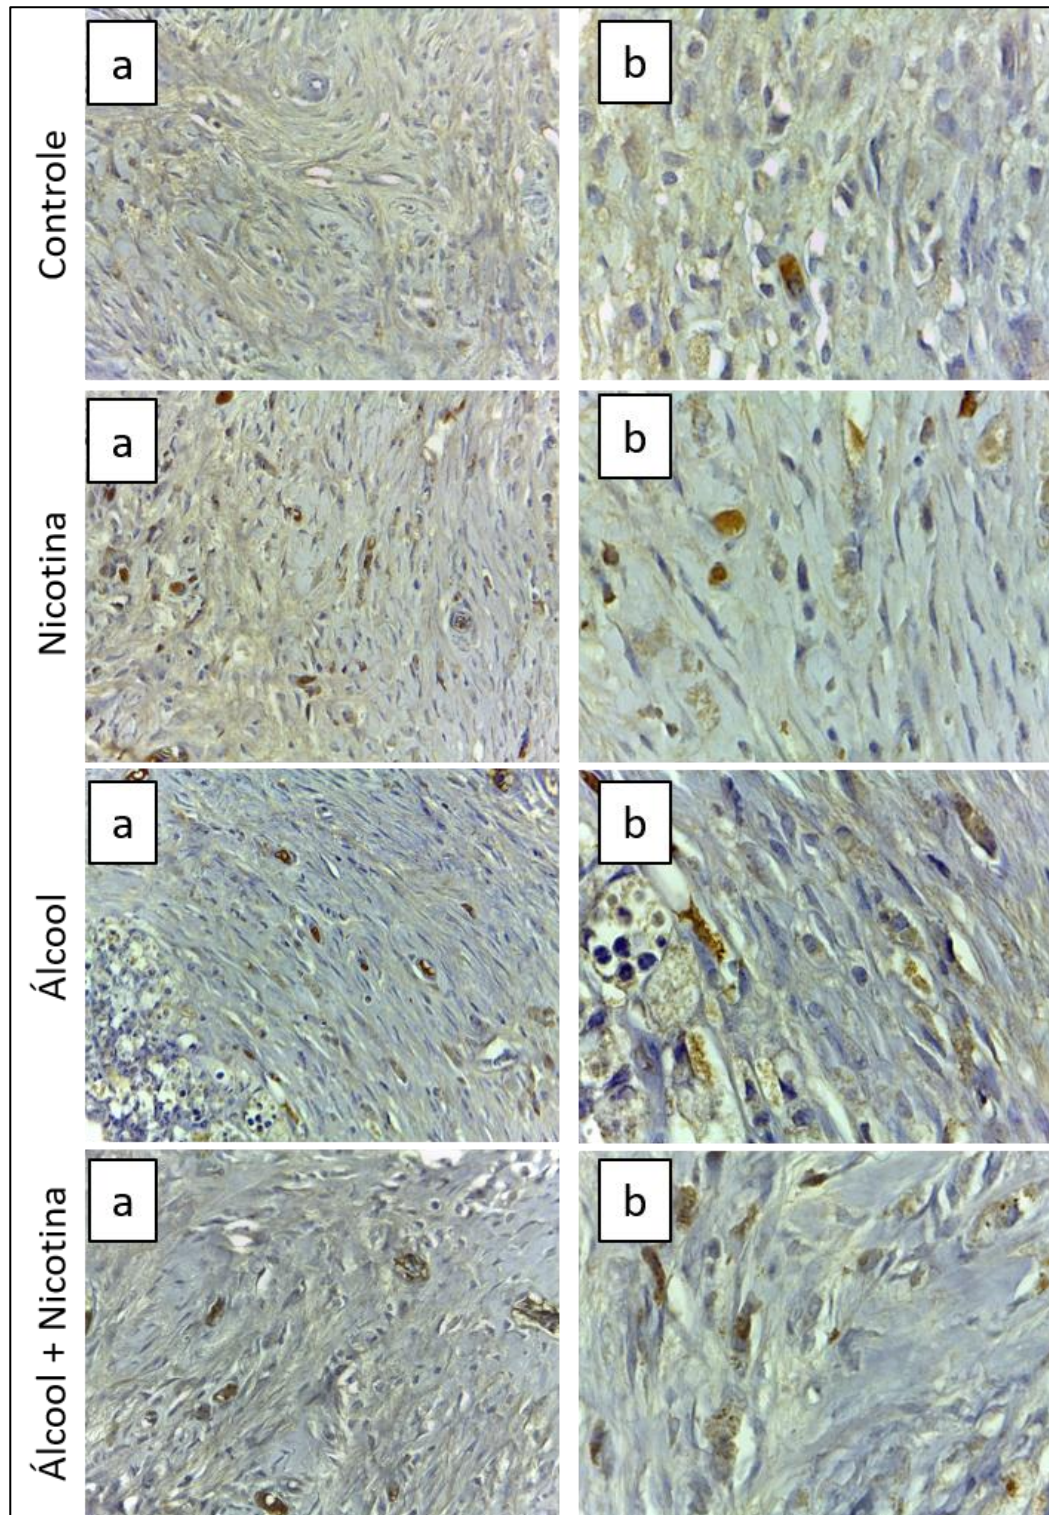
Fotomicrografias da lesão periapical imunomarcada com anticorpos contra RANKL
